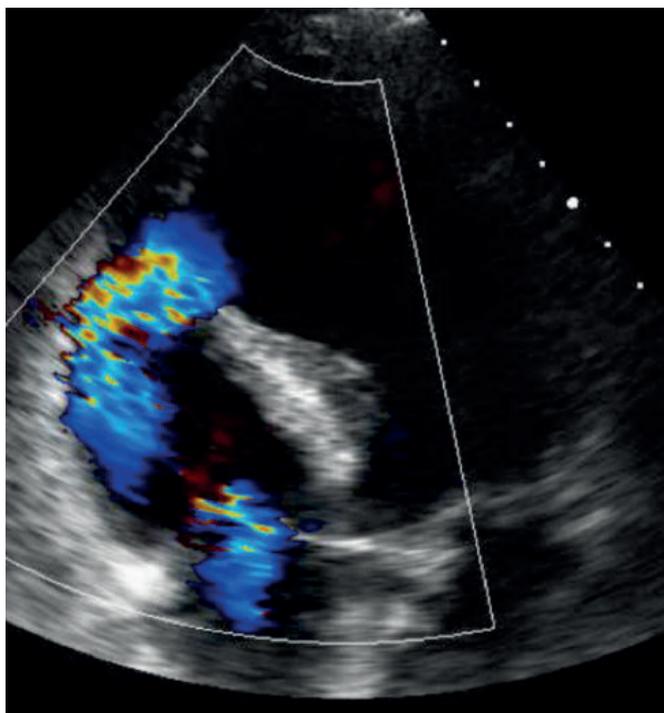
Echocardiographie transthoracique de CIV postinfarctus
